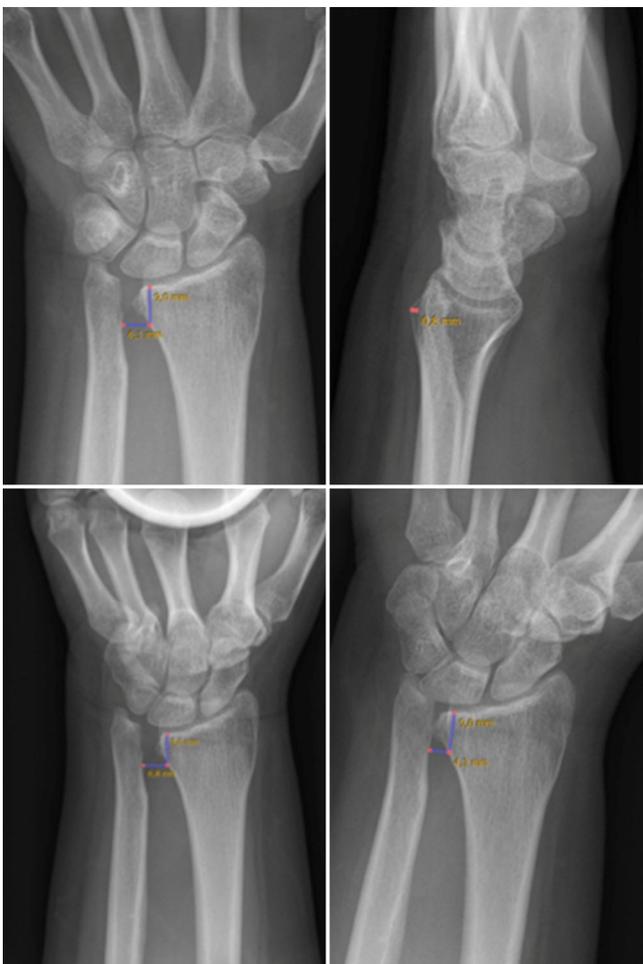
▲ Röntgenaufnahmen dorsopalmar (*oben links*) und lateral (*oben rechts*) sowie Lastaufnahme (*unten links*) und transversale Belastungsaufnahme (*unten rechts*), jeweils mit eingezeichneter Abstandsmessung
